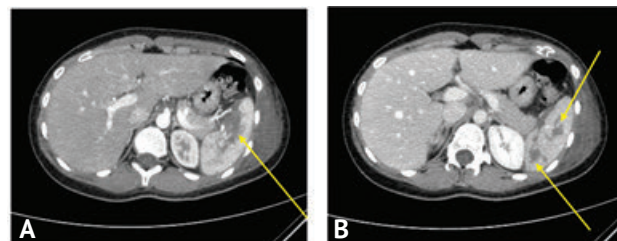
Компьютерно-томографические сканограммы брюшной полости больной Д. (2-е сут). Дефекты контрастирования паренхимы селезёнки. А — артериальная фаза; В — портальная фаза
